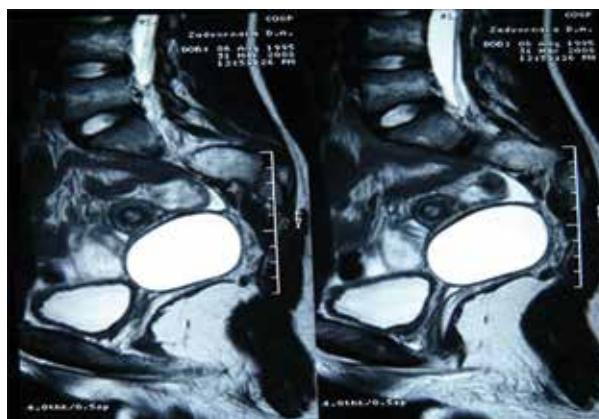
МРТ при гематокольпосе правого замкнутого влагалища
